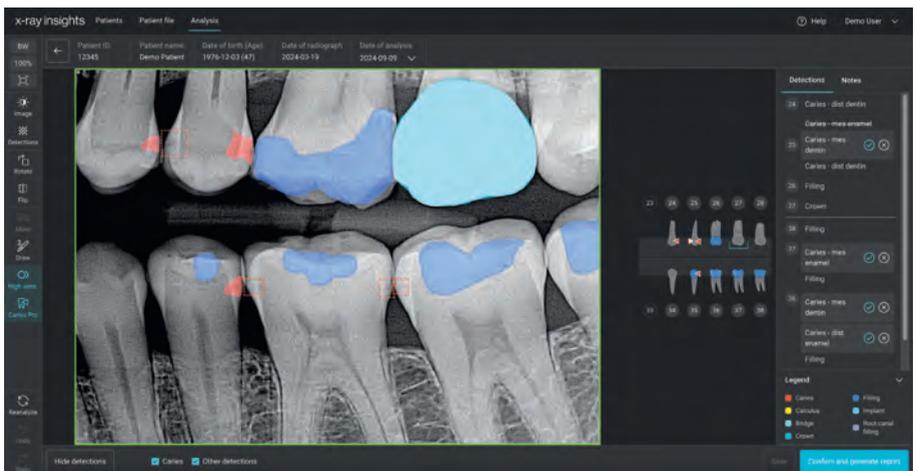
Ein KI-basiertes System zur Analyse von Dentalröntgenbildern. Das System (X-ray Insights, Align Technologies) analysiert 2D-Bilder, einschließlich Bitewings, und stellt kariesbedingte Läsionen (in Rot) sowie Restaurationen (in Blautönen) unter anderem als sogenannte Pixelwolken dar. Verdächtige Bereiche, die mit erhöhter Sensitivität erkannt werden, werden durch rechteckige Kästchen (sogenannte Bounding Boxes) hervorgehoben und müssen vom Benutzer separat überprüft und entweder akzeptiert oder abgelehnt werden. Die Ergebnisse werden anschließend in einem Zahnchart (rechts) dargestellt.
